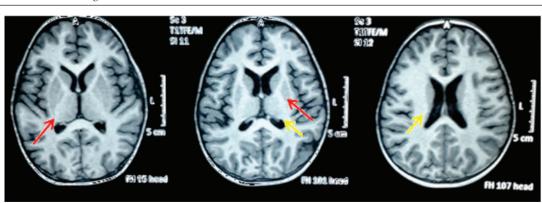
Resonancia magnética cerebral (15 días de evolución)
